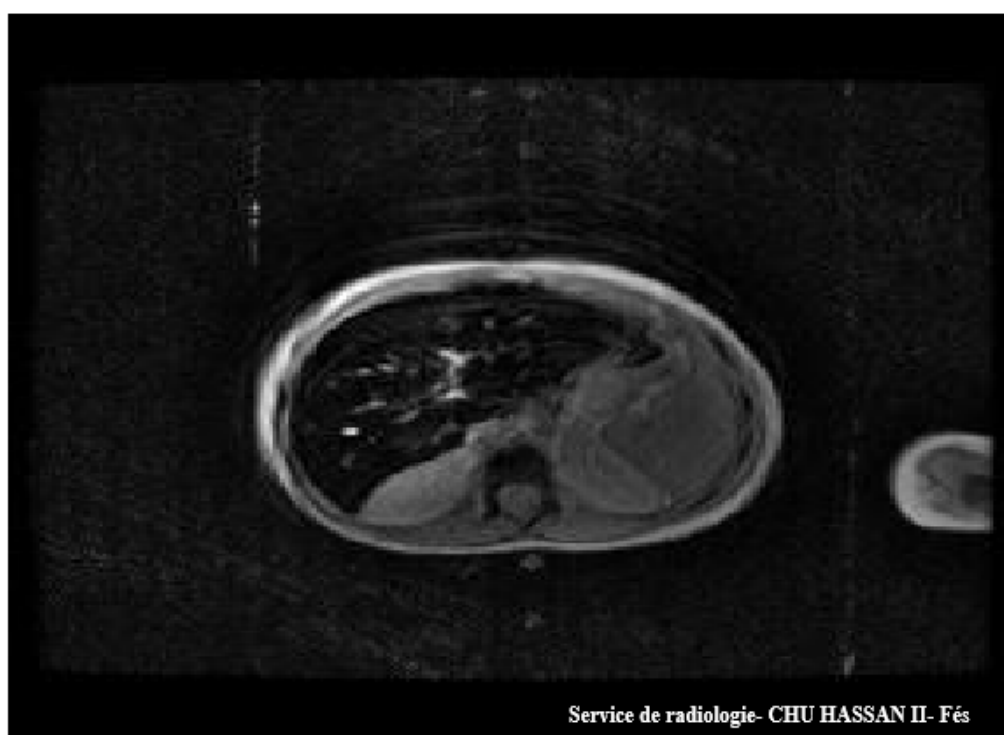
Images d'IRM T₂* chez un patient de notre série montrant une atteinte hépatique hémochromatosique chez un patient thalassémique homozygote.
